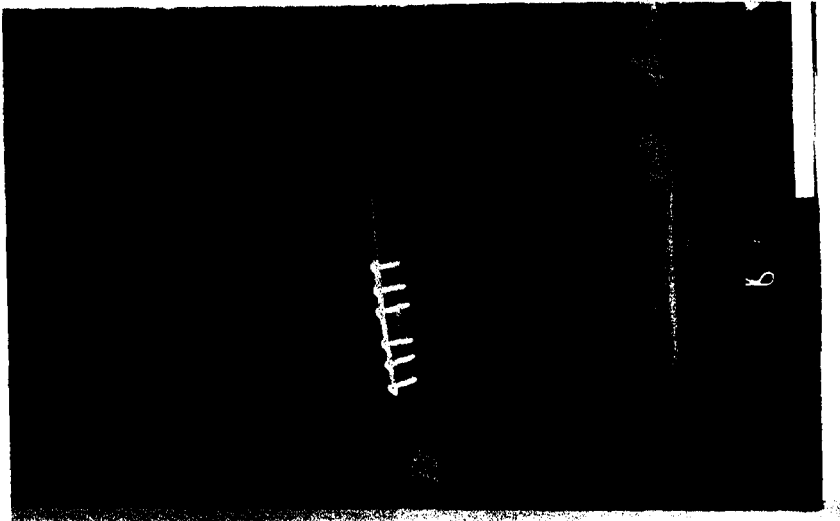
C : Olgunun 3,5 aylık izleme süresi sonunda kontrol grafisi. Plağın gevşediği ve kırığın iyileşmediği saptandı.
